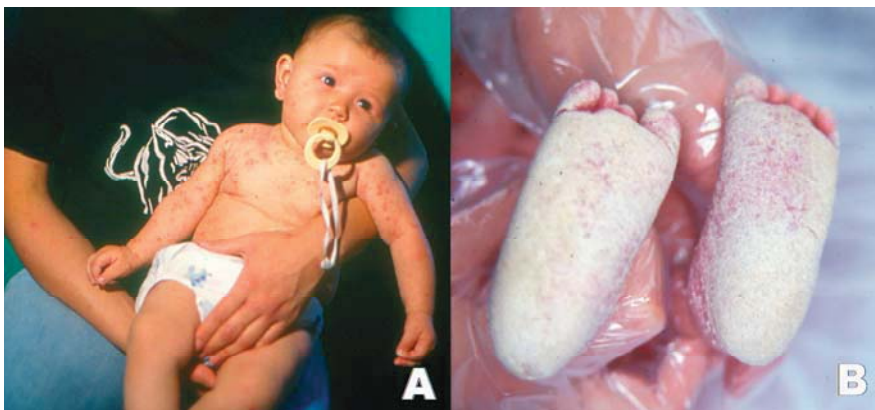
ESCABIOSE COM LESÕES ERITEMATOPAPULOSAS DISSEMINADAS NA CRIANÇA E NO BRAÇO DA MÃE (A), ASPECTO HIPERCERATÓTICO DA ESCABIOSE NORUEGUESA (B)
